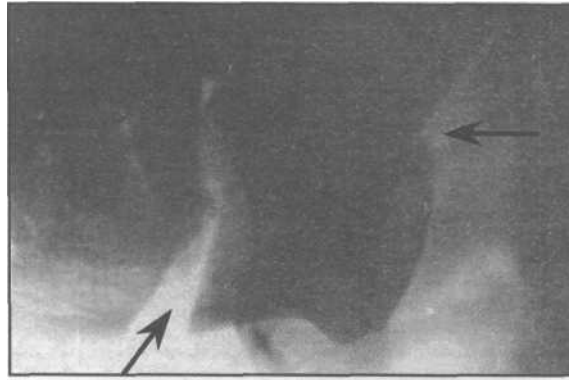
Боковая рентгенограмма нижней челюсти больного с переломом венечного отростка.
